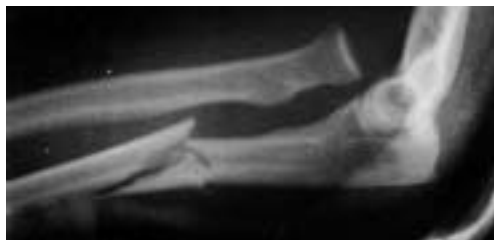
Radiografía en proyección lateral de codo que pone de manifiesto una fractura-luxación de Monteggia tipo I de Bado.
